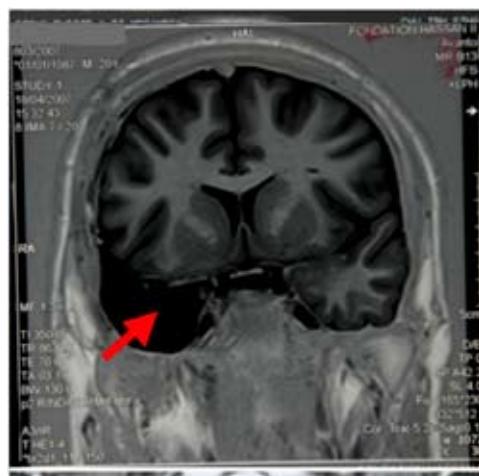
IRM encéphalique coupe coronale séquence inversion/récupération montrant un cas de lobectomie chez ce patient traité pour sclérose mésiotemporale.
